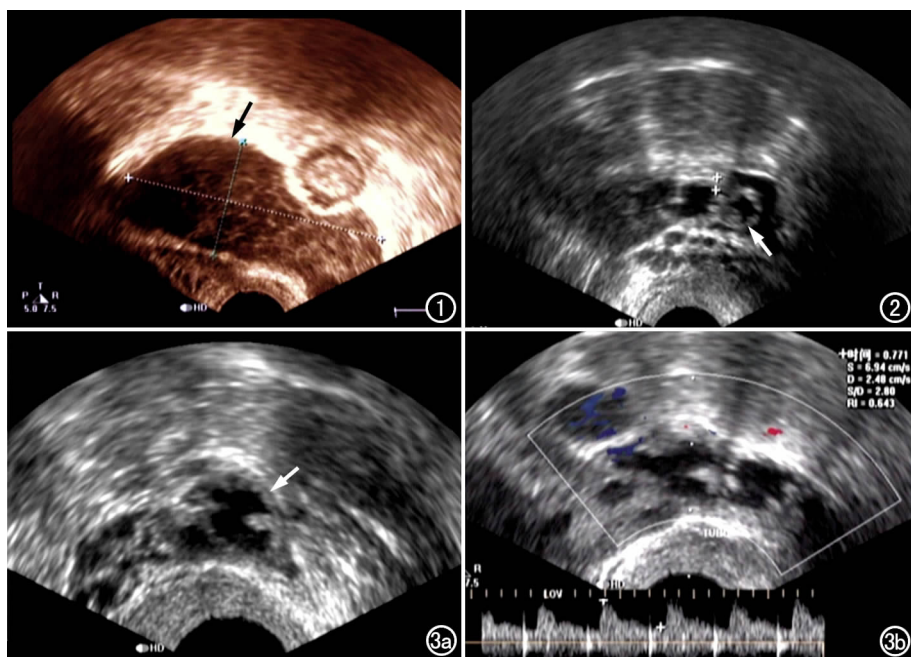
超声示积脓的输卵管呈腊肠形(箭),内可见絮状物漂浮。图 2 超声示输卵管积脓(箭),管壁毛糙增厚,厚度为 0.31cm。图 3 输卵管管壁增厚。a) 输卵管短轴横断面超声示输卵管管壁呈钝齿轮状(箭);b) 彩色超声多普勒示增厚的输卵管壁上可见少许血流信号。
